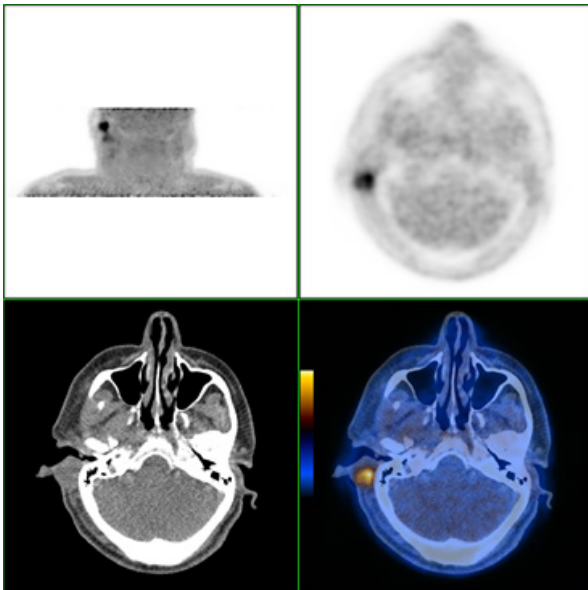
Exame PET/CT com FMISO-F18 que identifica, na massa tumoral, áreas de captação do radiofármaco sugestivas de zonas de hipóxia tumoral, com individualização de uma zona de maior intensidade de captação, tradutora de hipóxia mais acentuada, em situação retroauricular.
